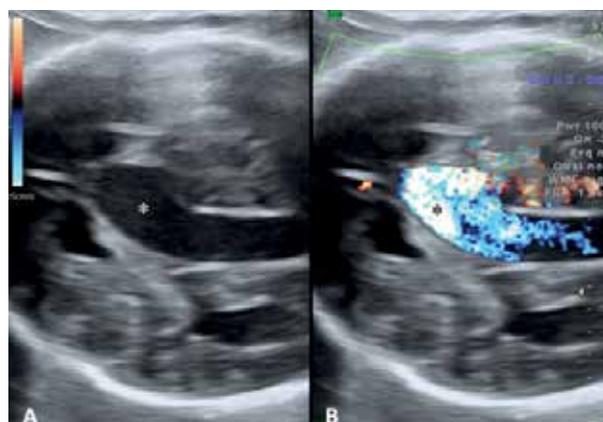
Ecografia obstétrica com imagem anecoica situada na linha média e abaixo do terceiro ventrículo, com fluxo turbulento no seu interior documentado na avaliação por Doppler (B), sugestiva de aneurisma da veia de Galeno (*).
